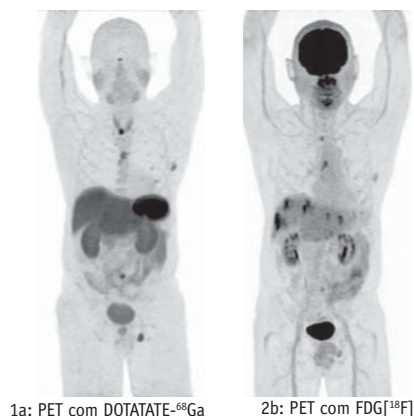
PET com DOTATATE-⁶⁸Ga e FDG^[18F] de um mesmo paciente com tumor neuroendócrino demonstrando heterogeneidade genética das metástases do tumor. Observe lesões hepáticas com captação de FDG^[18F] (aumento do metabolismo glicolítico) e sem captação significativa de DOTATATE-⁶⁸Ga (baixa expressão de receptores de somatostatina) e lesões linfonodais no abdome e inguinal do lado esquerdo com maior captação relativa de DOTATATE-⁶⁸Ga. Imagens cedidas pelo Dr Marcus Grigolon - Clínica Villas Boas - Brasília
